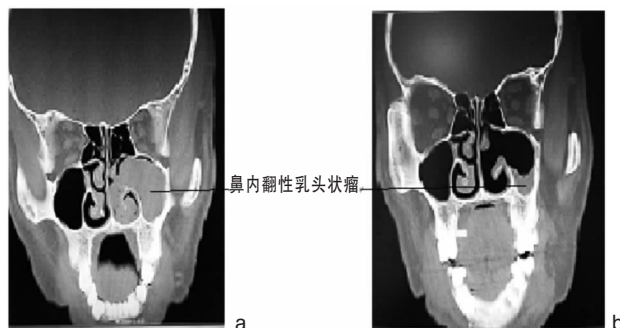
NIP 患者 CT 检查 a:术前;b:术后复发
